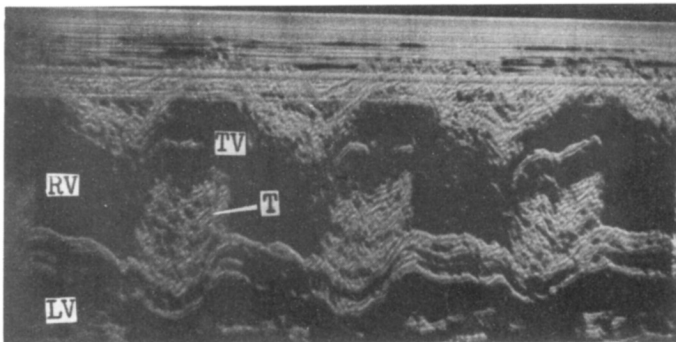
M-mode echocardiogram is showing tumor echo (T) behind the anterior tricuspid leaflet (TV) in diastole. Note the small left ventricular cavity and paradoxical motion of interventricular septum.
